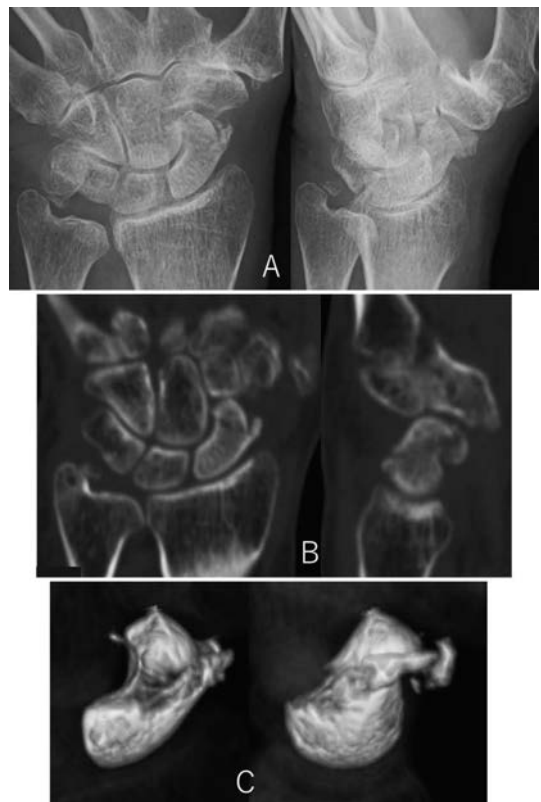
初診時単純 X 線正面像，斜位像 (A) CT 冠状断，矢状断 (B) 3D-CT (C) SIT 関節面の橈側優位の陥没に結節部骨折を合併していた．
